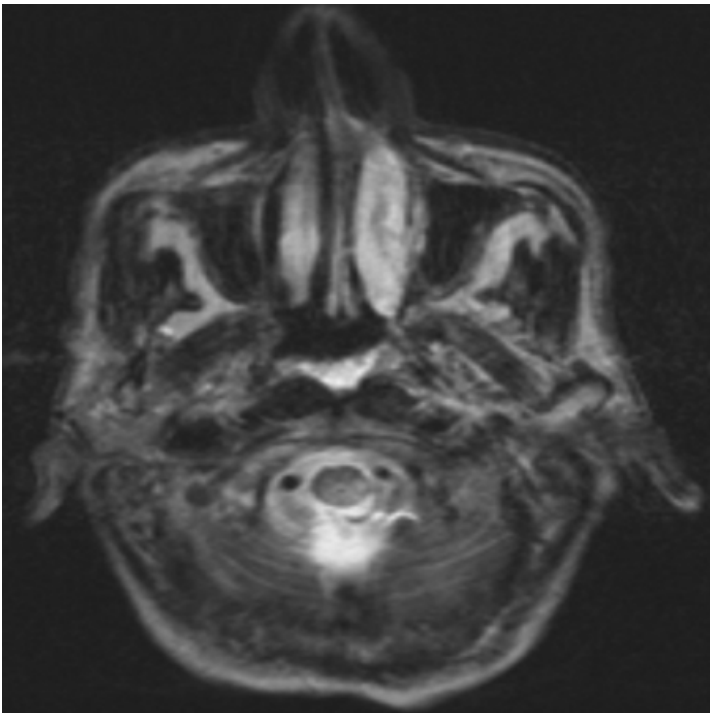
RM CRANEAL SIN GADOLINIO, PROYECCIÓN AXIAL, REALIZADA 9 DÍAS DESPUÉS DEL TRAUMATISMO. IMAGEN POTENCIADA EN T2. ZONA HIPERINTENSA BULBAR POSTERIOR BILATERAL CON LIGERO PREDOMINIO EN EL ASPECTO IZQUIERDO, DE MAYOR TAMAÑO QUE EN ESTUDIO PREVIO EN RELACIÓN CON EDEMA SECUNDARIO A LA ZONA DE CONTUSIÓN. COLECCIÓN HIPERINTENSA EN LA REGIÓN OCCIPITAL, LEVEMENTE LATERALIZADA HACIA LA IZQUIERDA, EN RELACIÓN CON ACUMULACIÓN DE LCR EN EL TRAYECTO DEL ARMA.
